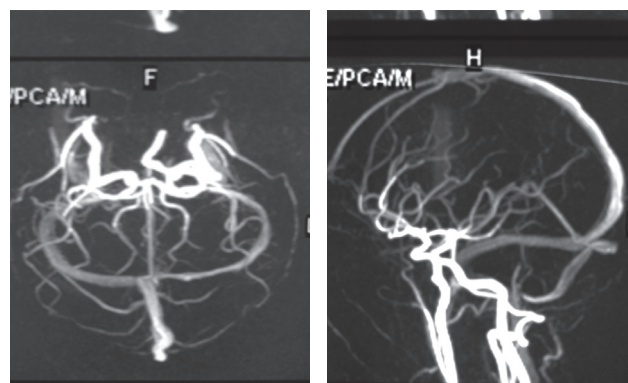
МРТ-картина сосудов головного мозга у пациентки с болезнью Коуден
